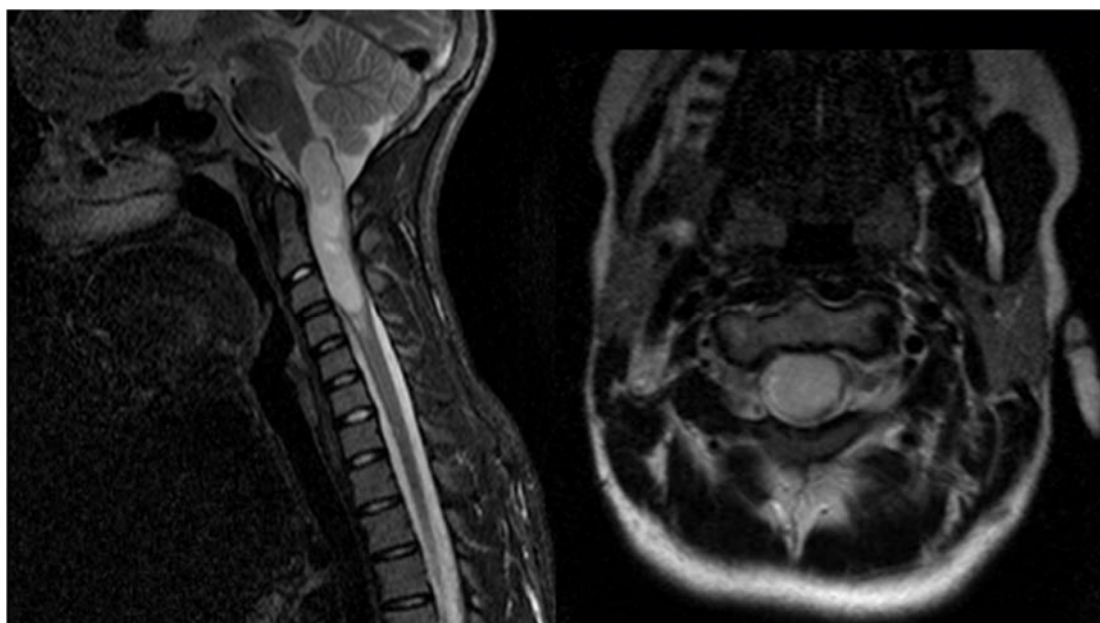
МРТ до операции: выявляется цервикомедуллярная опухоль до уровня С3, с эпицентром опухоли в спинном мозге
